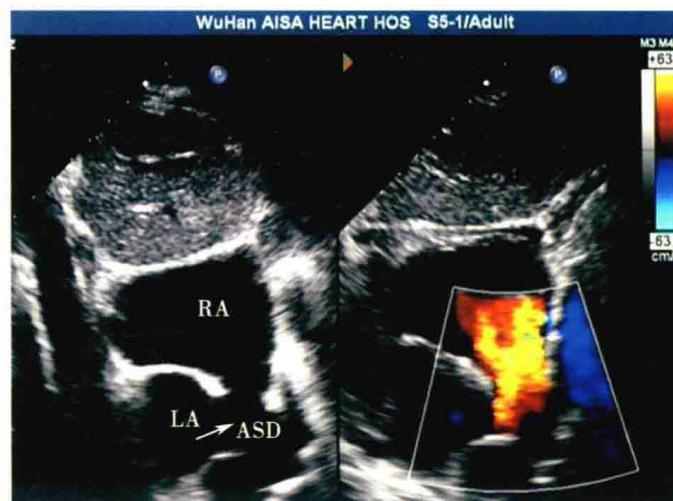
剑下双房切面：二维超声心动图显示房间隔上腔静脉入口处回声连续中断（箭头），彩色多普勒显示房水平左向右分流
